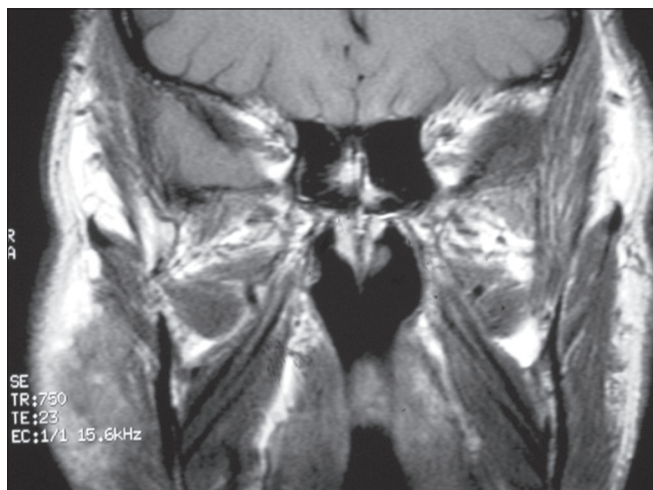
Ressonância Nuclear Magnética dos seios paranasais (corte coronal).
